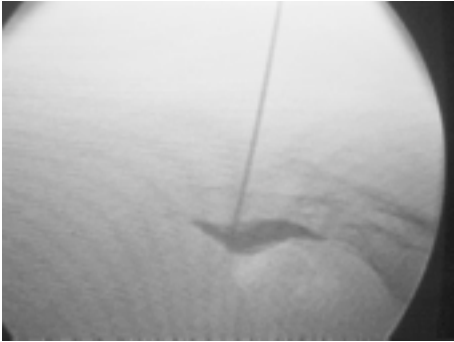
Bloqueo del Ganglio Impar de Walter. Radiografía lateral del cóccix con aguja colocada en el espacio precocigeo y medio de contraste que dibuja adecuadamente esta superficie verificando la posición de la aguja.
